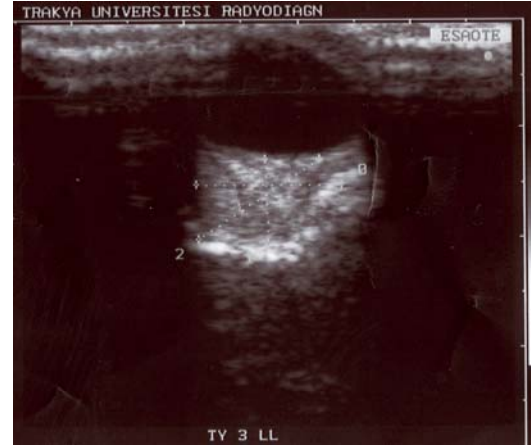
Enjeksiyon öncesi sağ retro-bulbar alanın ultrasonografik olarak görüntülenmesi
